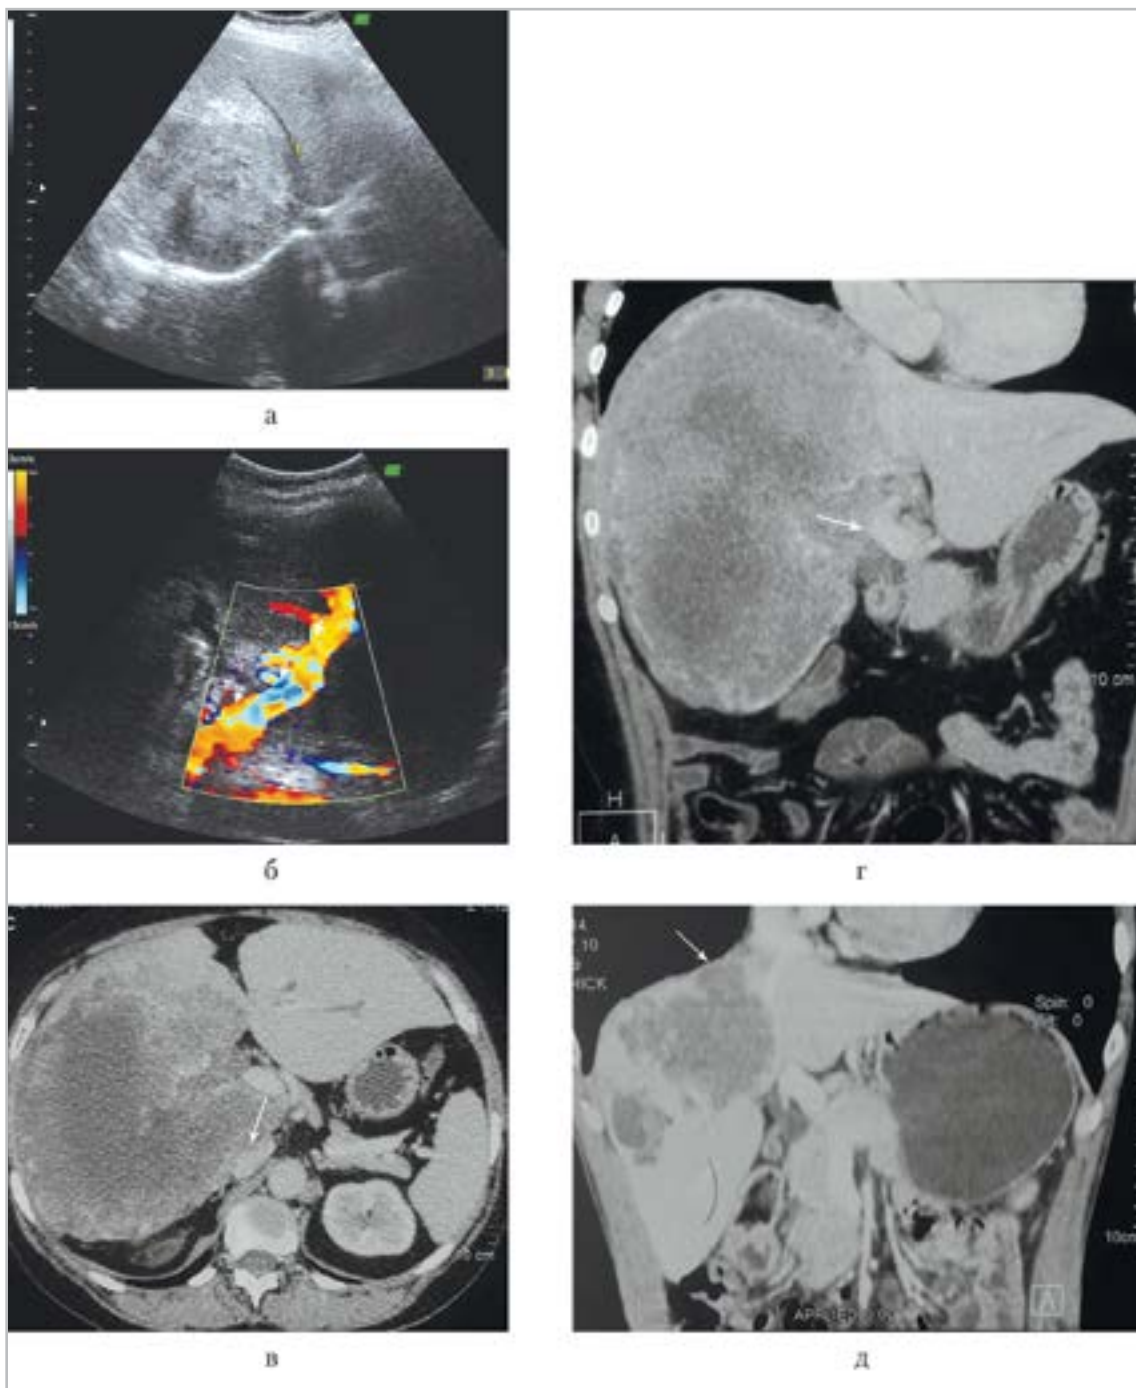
Эхограммы (а, б) и компьютерные томограммы в аксиальной (в) и коронарной (г, д) проекциях: а — правая печеночная вена (1) имеет извитой ход и прерывается, что свидетельствует о вовлечении ее в патологический процесс; б — неровность контура и турбулентность потока при ЦДК (стрелки) свидетельствуют о вовлеченности в процесс воротной вены; в — по переднеправому контуру нижней полой вены, в месте прилегания к ней образования в правой доле печени, определяется дефект наполнения (стрелка); г — культя правой ветви воротной вены (стрелка) в области образования в правой доле печени; д — истончение диафрагмы во внутренних отделах (стрелка) образованием в правой доле печени
